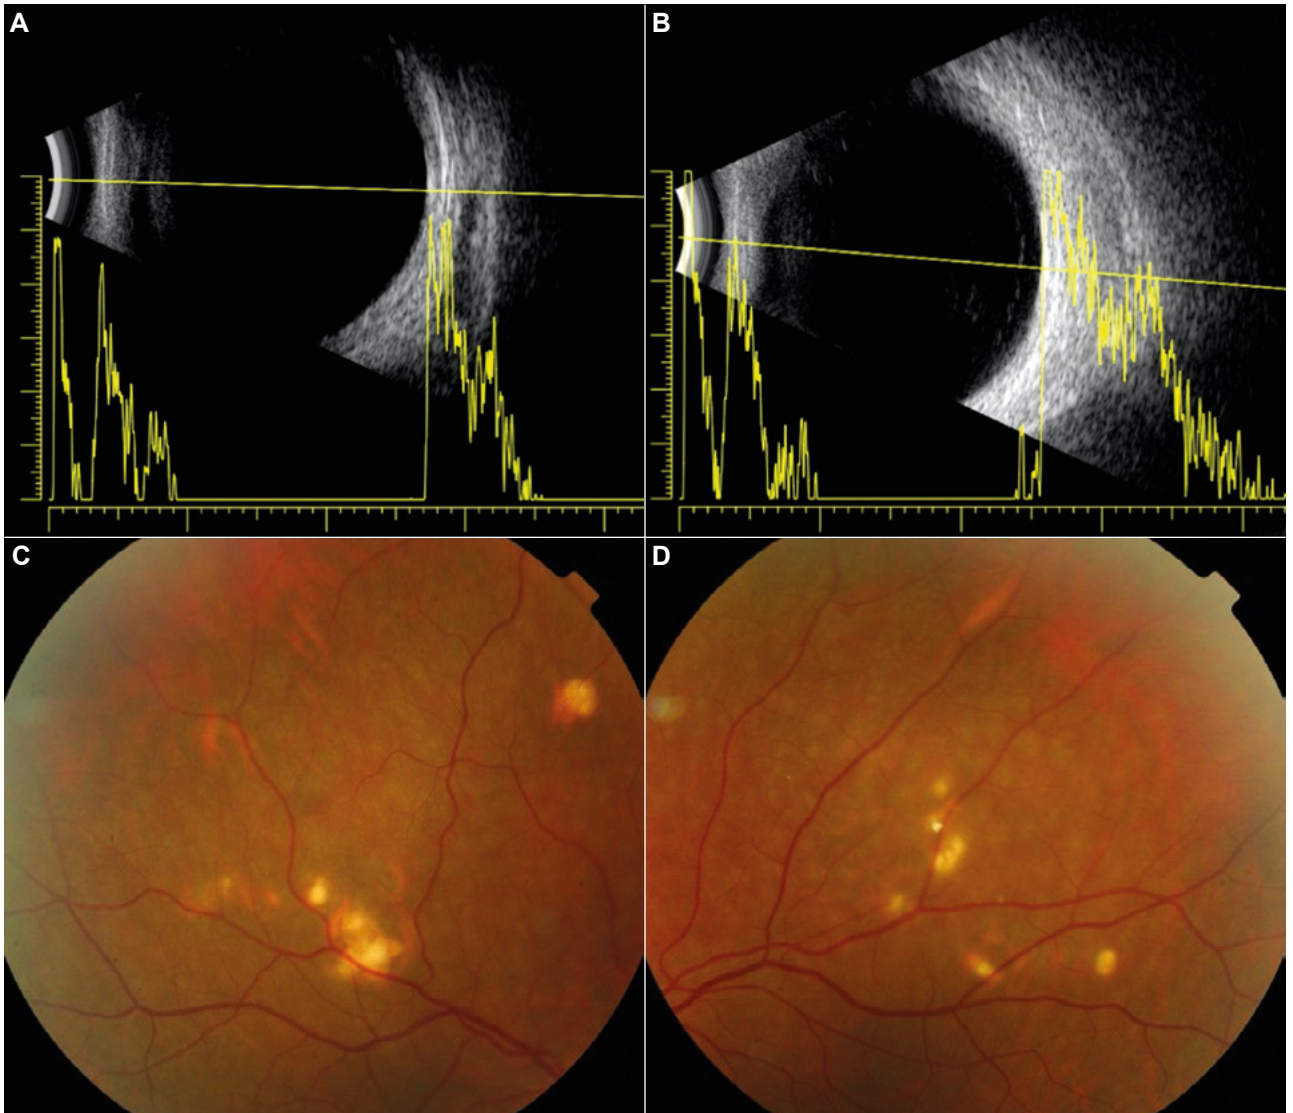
CEC idiopáticas bilaterales. Ecografía en modo A y B correspondiente al ojo derecho (A) e izquierdo (B) con sus respectivas retinografías (C y D).
